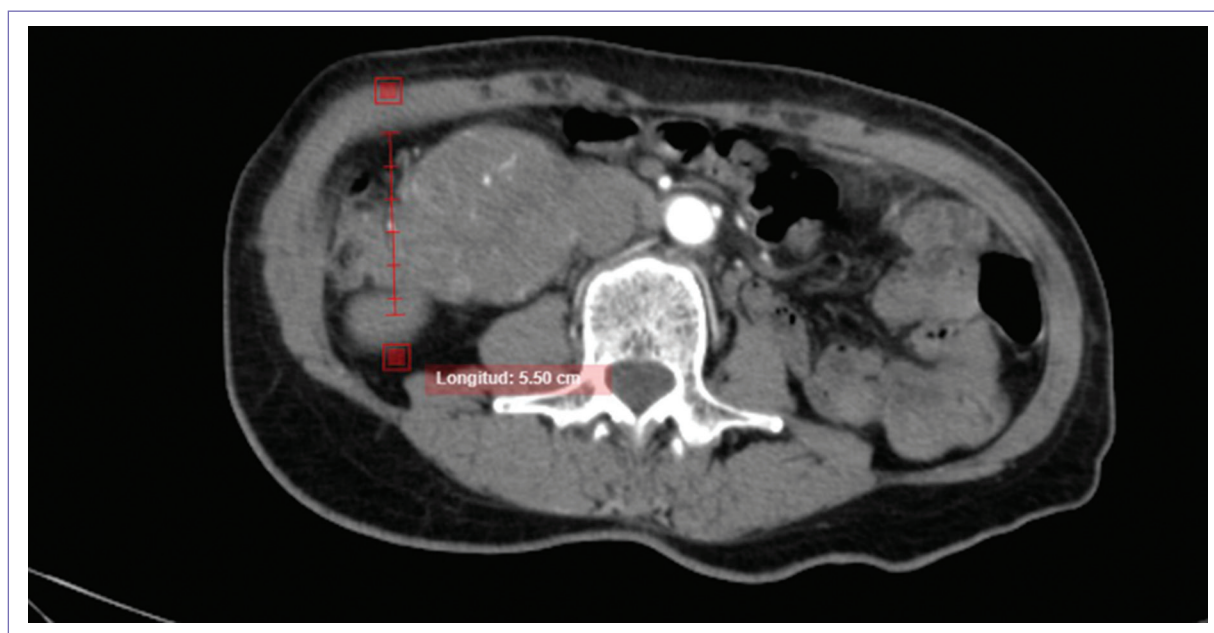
Tomografía abdominopélvica simple y contrastada, corte axial, que demuestra tumoración en el borde antimesentérico. Se muestran las dimensiones.
